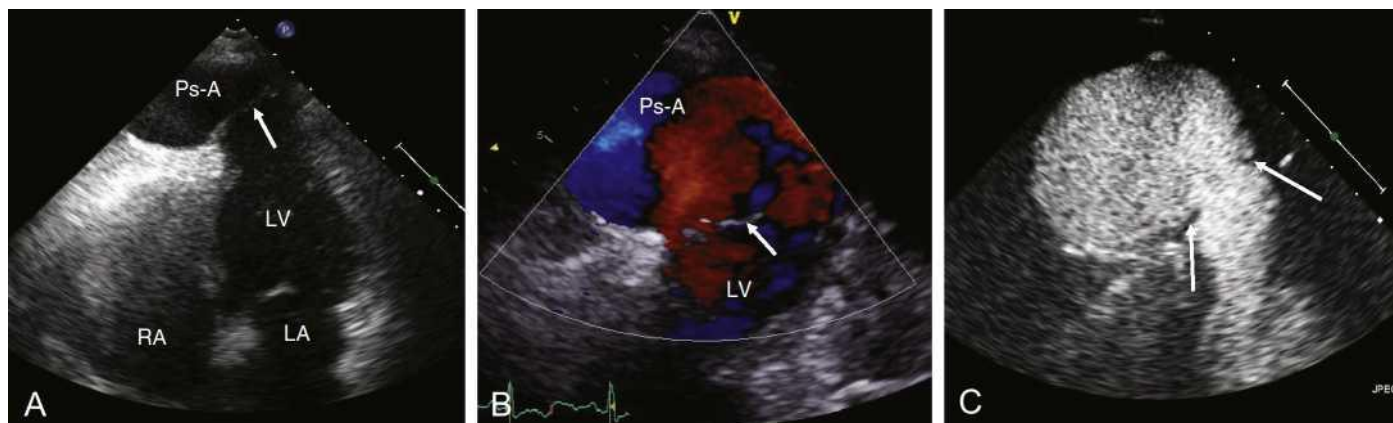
Use of contrast echocardiography in delineating a left ventricular pseudoaneurysm. (A) Apical four-chamber view showing a pseudoaneurysm (Ps-A) adjacent to the apex and the ruptured myocardial flap (arrow). (B) Magnified view with color flow imaging showing bidirectional blood flow, due to swirling of blood within the aneurysmal cavity. (C) Contrast-enhanced echocardiography confirming site of rupture within the thinned apical wall of the left ventricle, measuring 15 mm in width, communicating freely with a large pseudoaneurysm (Ps-A). LA, Left atrium; LV, left ventricle; Ps-A, pseudoaneurysm; RA, right atrium.
